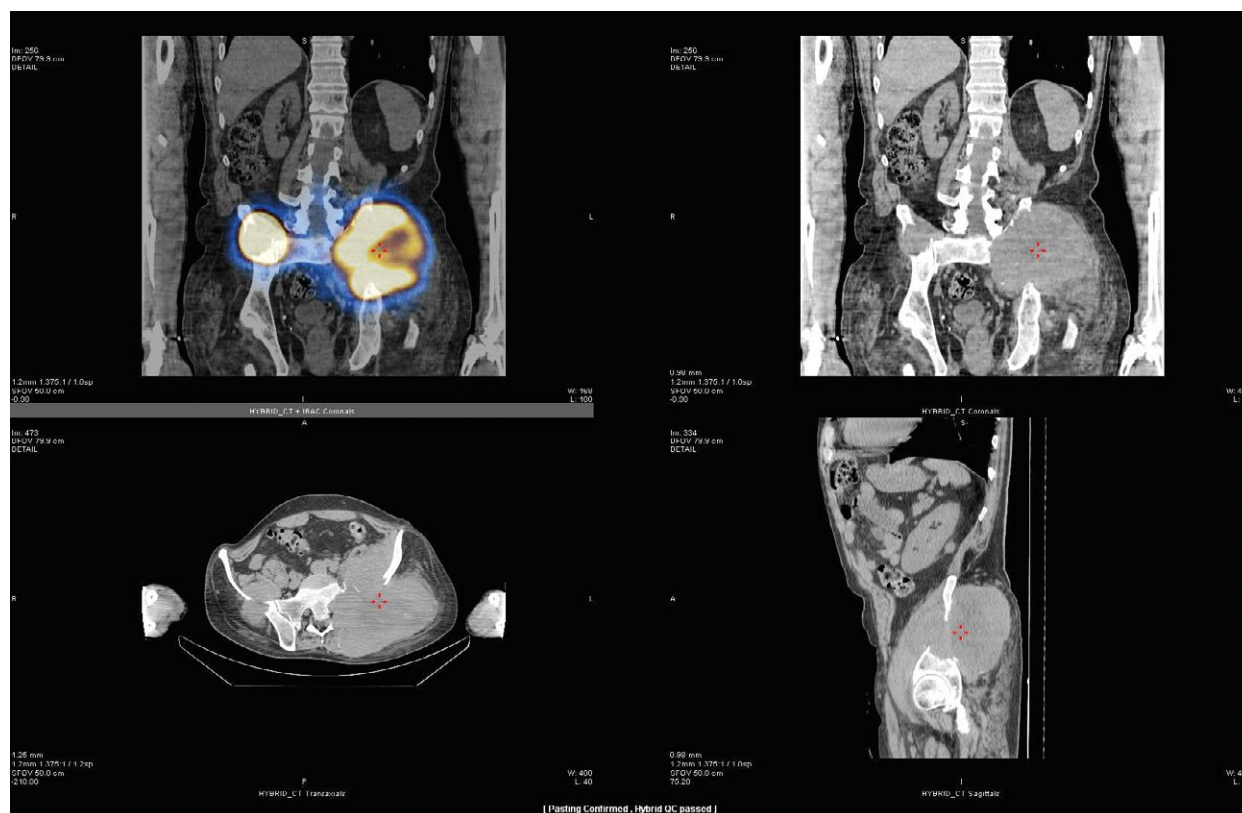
ОФЭКТ-КТ от 02.2017.
